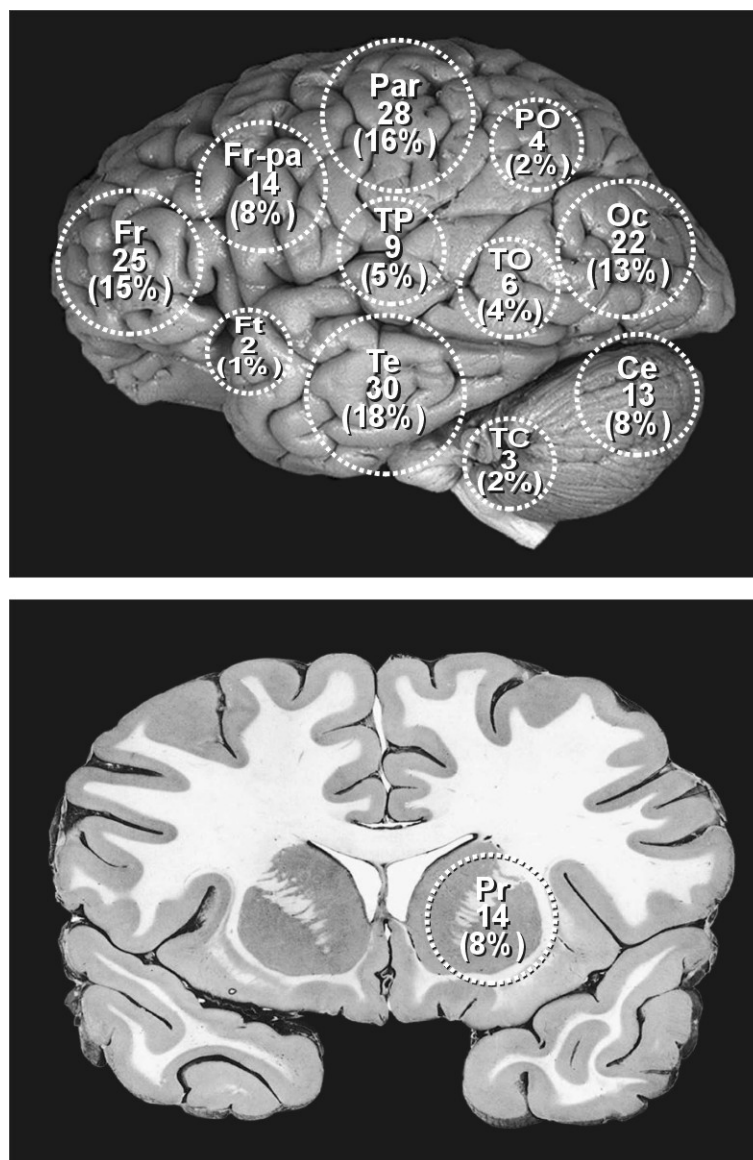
Localização de malformações arteriovenosas encefálicas em 170 pacientes (Fr = frontal, Fr-par = fronto-parietal, Ft = fronto-temporal, Par = parietal, Te = temporal, TP = temporo-parietal, TO = temporo-occipital, Ce = cerebello, Oc= occipital, TC = tronco cerebral, Pr = profundo).
